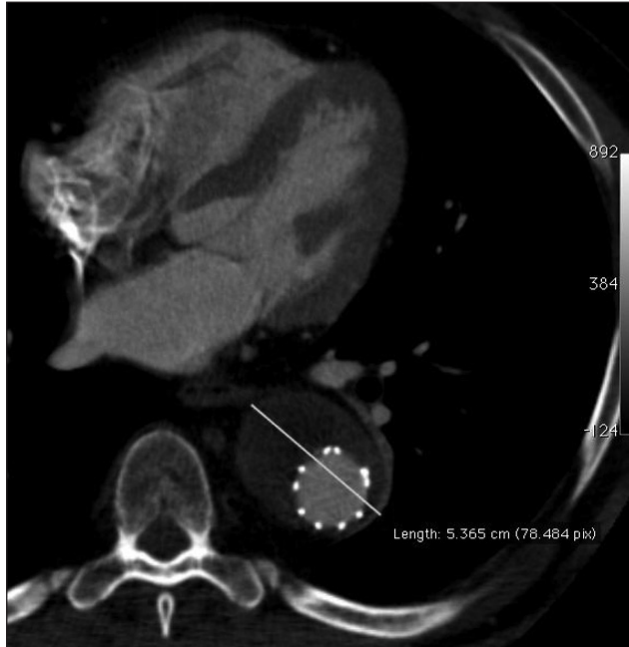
Angiotomografia após 18 meses: ausência de vazamento
